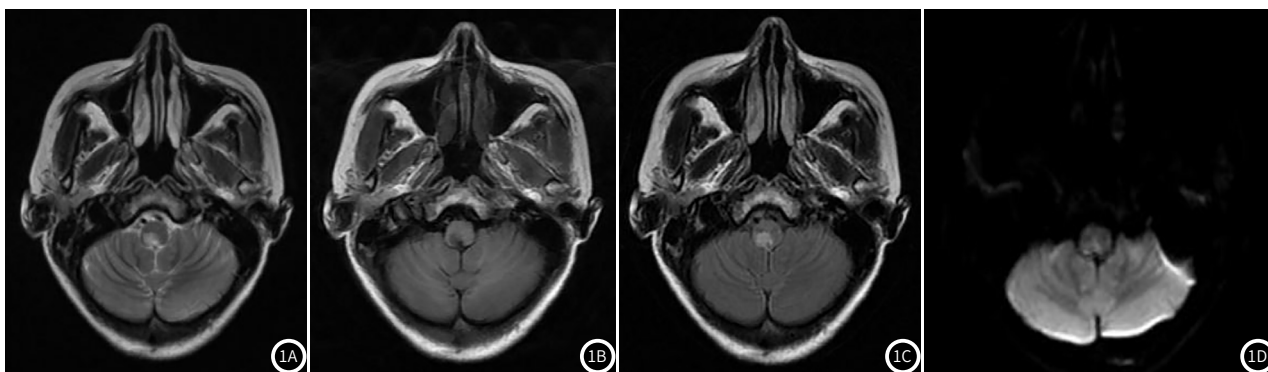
NMOSD患者MRI表现。1A为头部MRI中T₁WI显示延髓背侧长T₁信号;1B为T₂WI显示延髓背侧长T₂信号;1C为FLAIR显示延髓背侧长T₂信号;1D为DWI呈稍高信号,边界清楚,延髓不肿胀。
